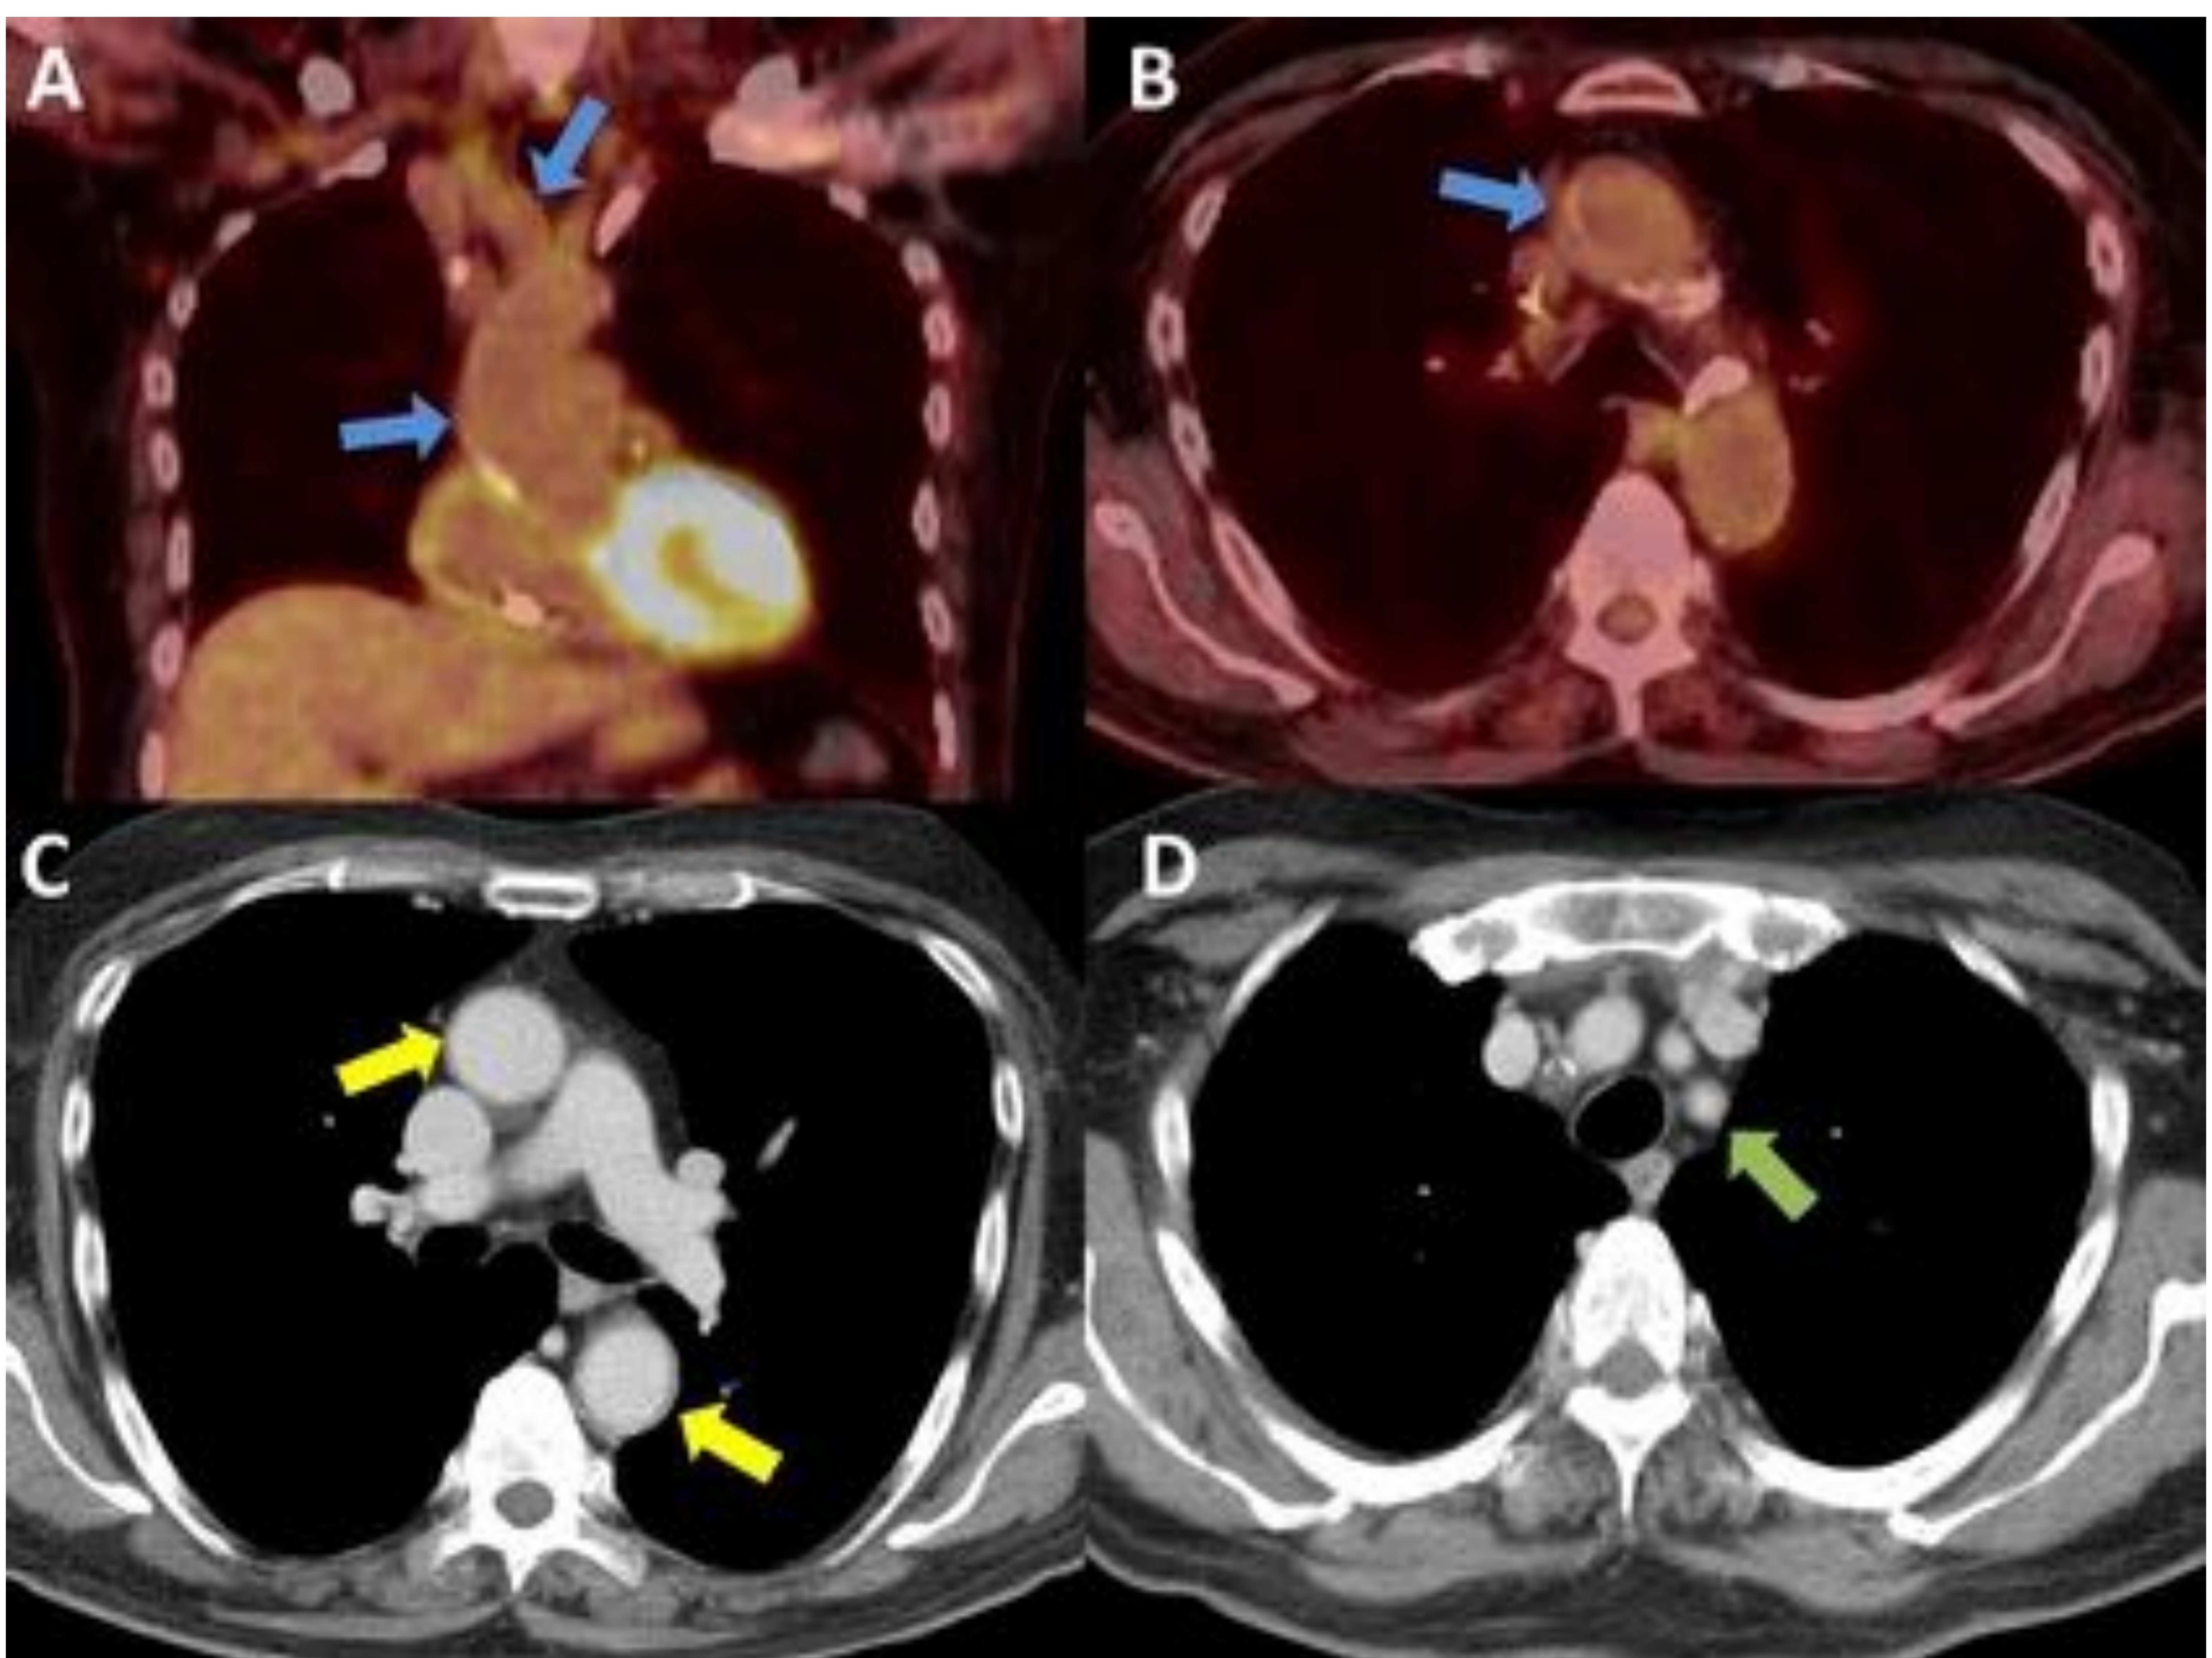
Paciente de 81 años con arteritis de células gigantes. A-B. Estudio PET-TC que muestra una tenue hipercaptación mural de FDG en aorta ascendente y tronco braquiocefálico derecho (flechas azules). C-D. En el estudio TC se aprecia un leve engrosamiento mural en aorta ascendente y descendente (flechas amarillas) y más evidente en arteria subclavia izquierda (flecha verde).
